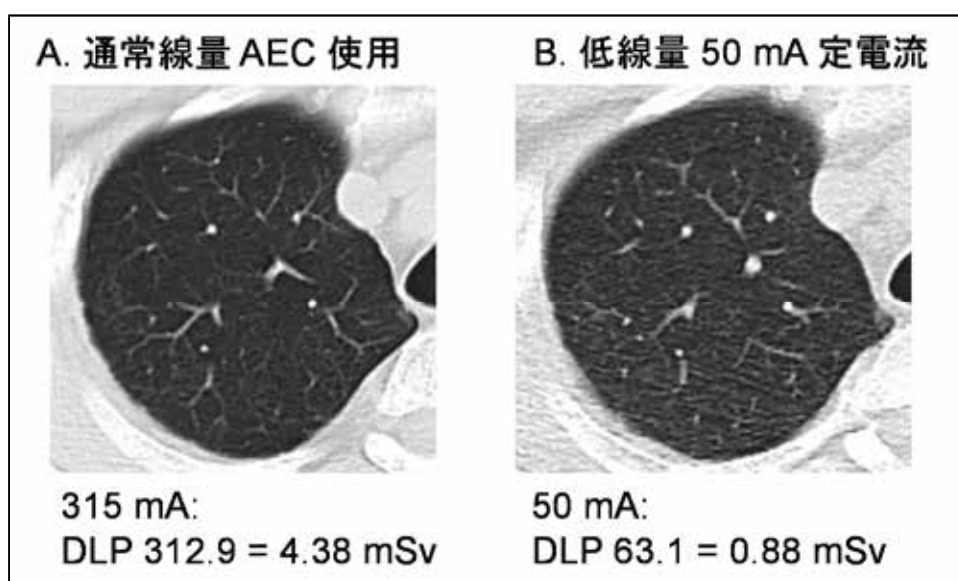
通常線量 CT と低線量 CT との比較 偽陽性（斑状）：症例 2
